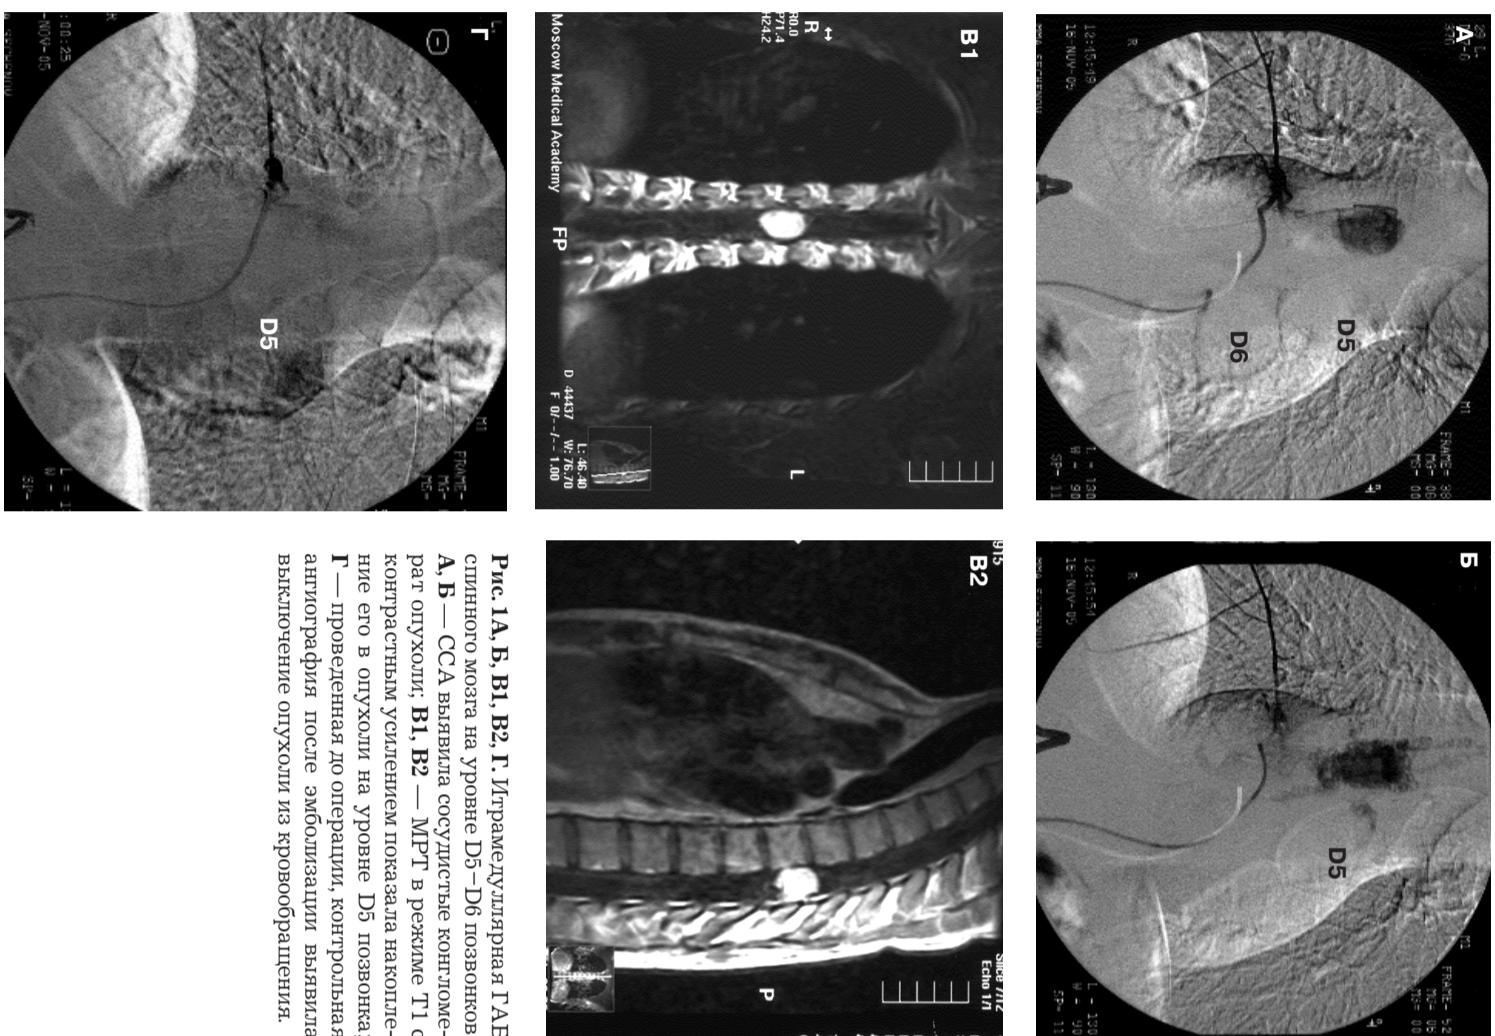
А, Б, В1, В2, Г. Игтрамедуллярная ГАБ спинного мозга на уровне D5–D6 позвонков. А, Б — ССА выявила сосудистые конгломерат опухоли; В1, В2 — МРТ в режиме T1 с контрастным усилением показала накопление его в опухоли на уровне D5 позвонка; Г — проведенная до операции, контрольная ангиография после эмболизации выявила выключение опухоли из кровообращения.
